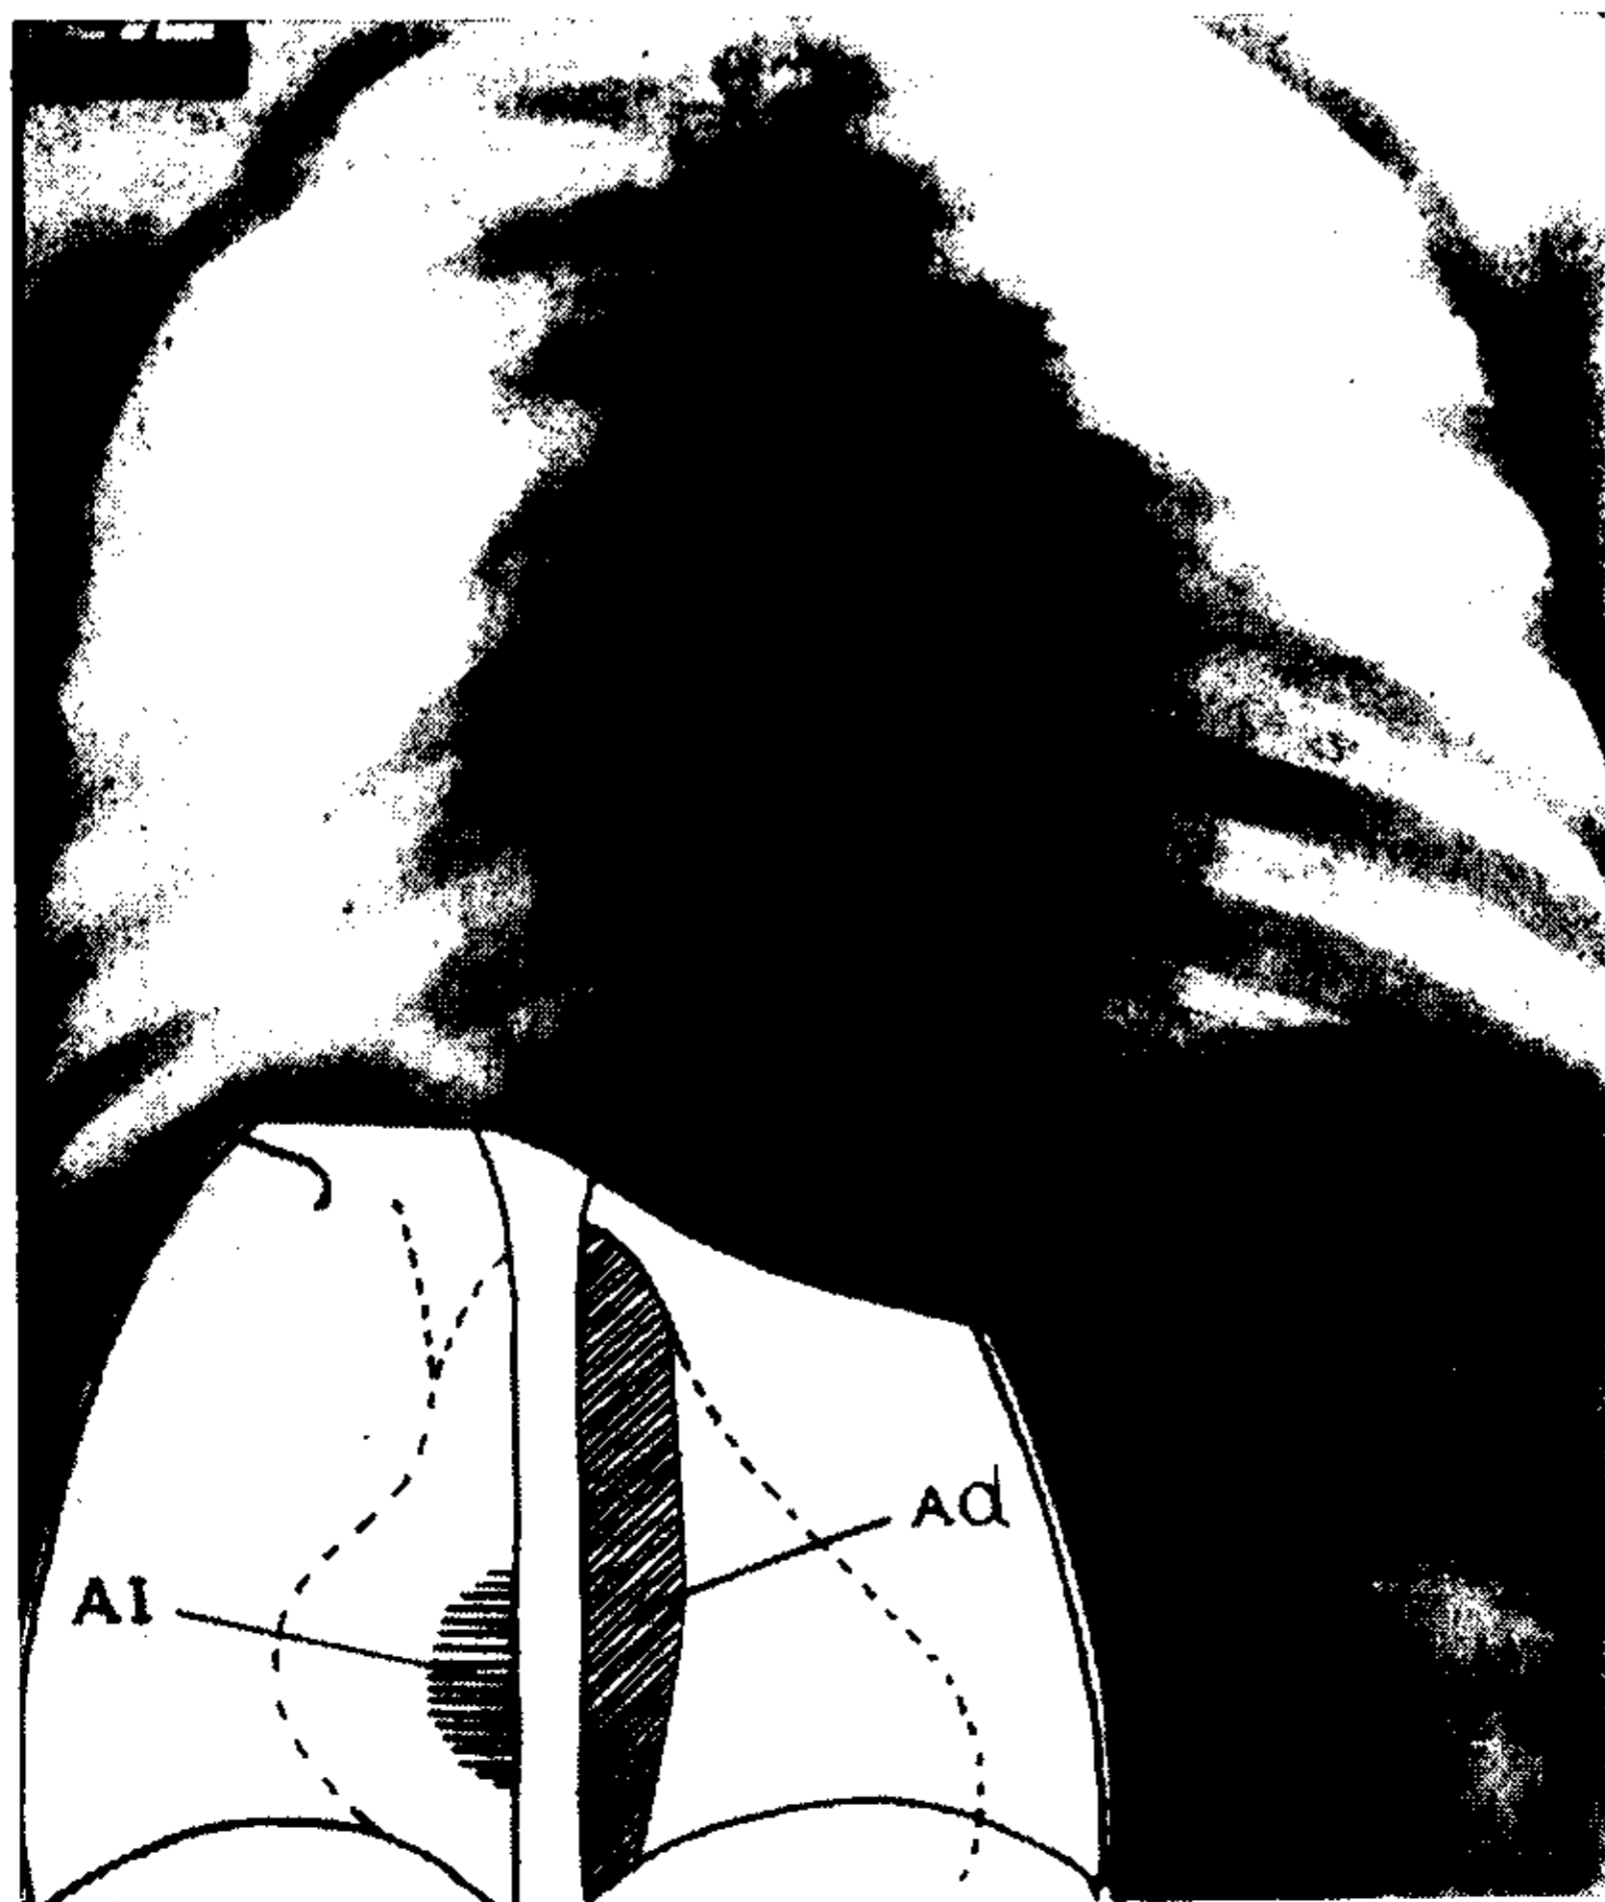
Radiografía penetrante del mismo caso que la fig. 8. Se comprueba que el ensanchamiento de la sombra pedicular está condicionado a la vez por éstasis de la vena cava superior y una dilatación de la aorta. A. d., aorta descendente; A. l., aurícula izquierda.
